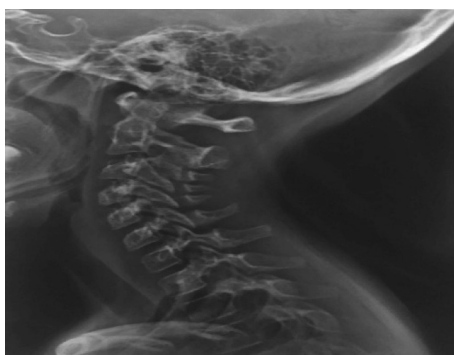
Рентгенограмма шейного отдела позвоночника ребенка Д., 2013 г. р. в боковой проекции. На уровне основания зубовидного отростка С2 утолщение мягких тканей с уплотнением из-за повреждения мягких тканей и кровоизлияния – конкременция.
